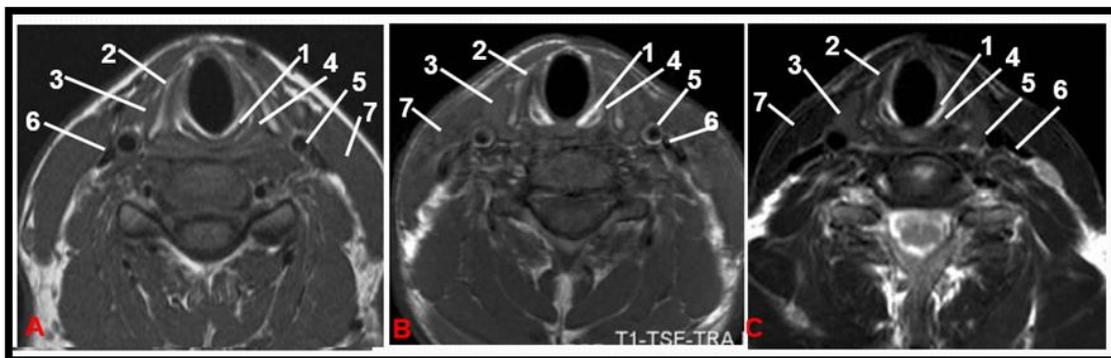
Coupes axiales pondérées T1, non injectées, passant par le cône élastique (A : IRM 1.5T; B : IRM 3T) ; C : coupe axiale pondérée T2 (IRM 1.5 T) (40,41).
